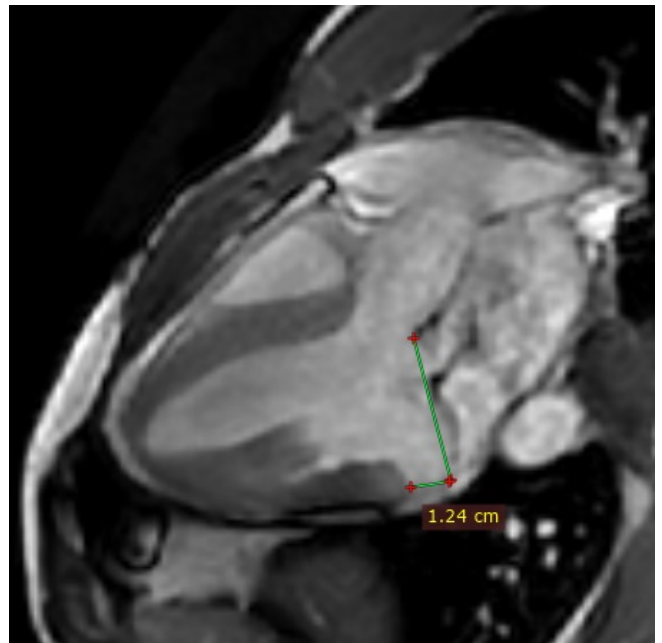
МРТ сердца, трехкамерный вид ЛЖ, конечно-систолическое киноизображение (Fiesta Cine). Проведена плоскость фиброзного кольца МК, МАД измерена от места прикрепления задней створки на уровне P2 сегмента, составляет 12 мм.
